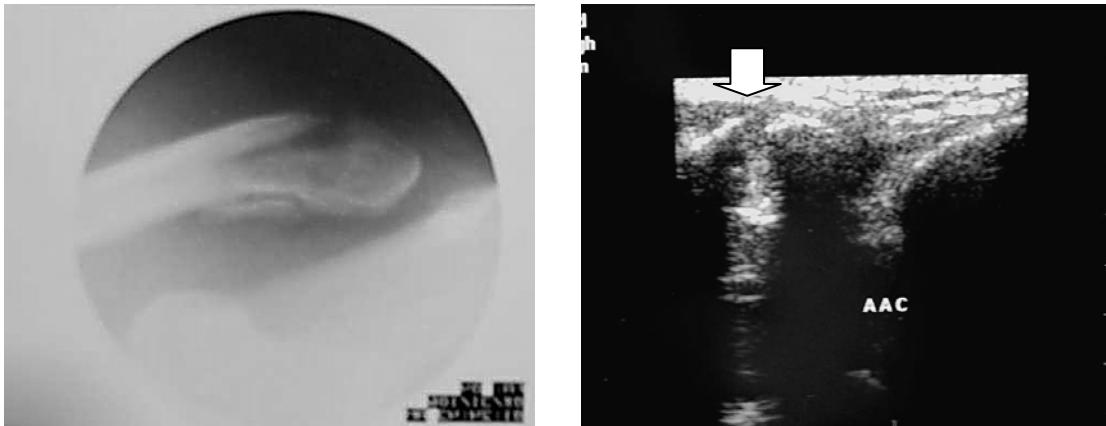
Fractura de clavícula en radiología simple que puede verse mediante ecografía (flecha blanca)
